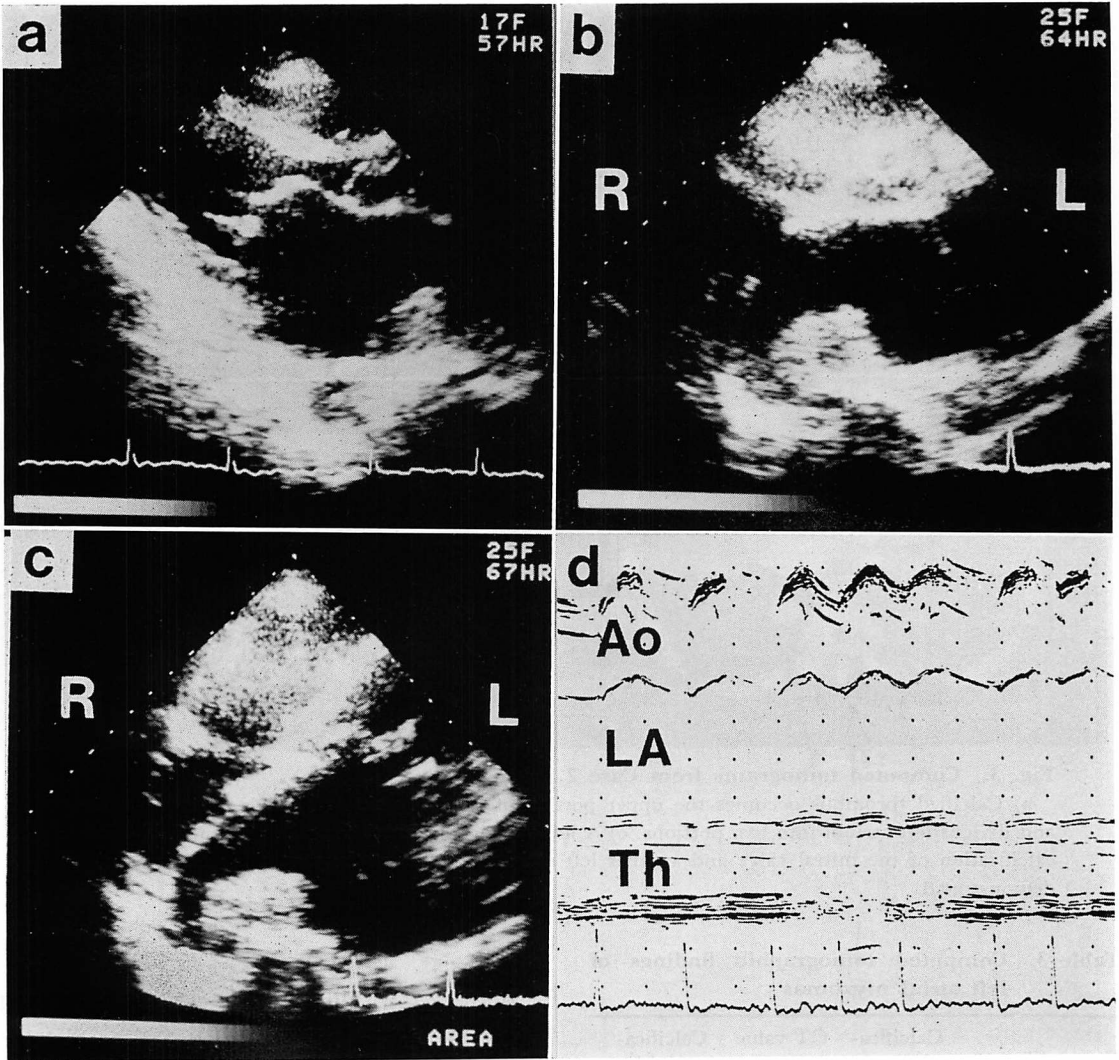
Echocardiograms of the same case as shown in Fig. 1.
